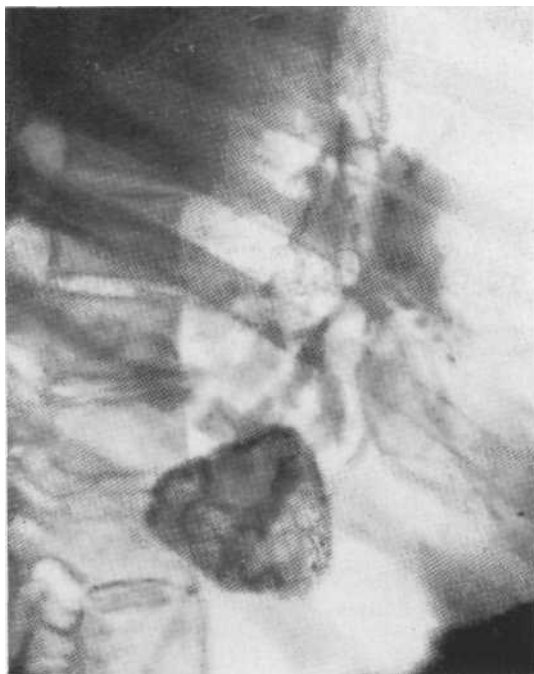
Рентгенограмма в боковой проекции. Гамартохондрома с тотальным обызвествлением.
